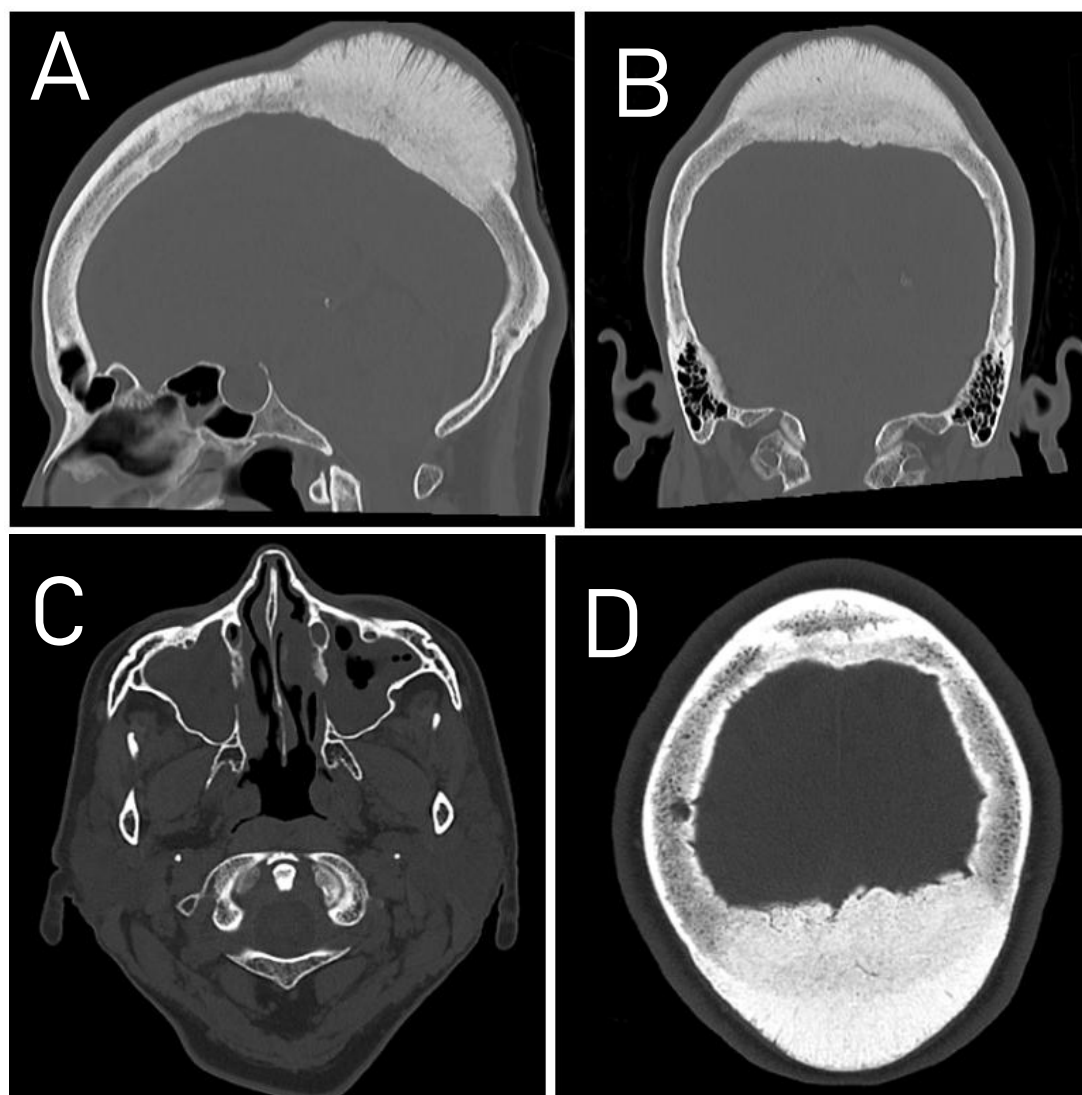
Tomografía computarizada de cráneo sin contraste en ventana ósea. 1-A) Reconstrucción sagital que muestra una lesión ósea expansiva de alta densidad localizada en la región biparietal, con compromiso de la tabla externa, diploe y tabla interna, predominio de crecimiento extracraneal y patrón trabecular radiado compatible con reacción perióstica en "sol naciente" (*sunburst*). 1-B) Reconstrucción coronal que evidencia expansión ósea bilateral simétrica de los huesos parietales, con márgenes relativamente bien definidos y preservación parcial de la cortical interna. 1-C) Corte axial a nivel de la base del cráneo que permite valorar la ausencia de extensión hacia los senos paranasales o estructuras de la base craneal. 1-D) Corte axial a nivel del vértex que demuestra una lesión hiperdensa de gran tamaño, de contornos lobulados y arquitectura ósea compacta, con disposición trabecular perpendicular a la superficie cortical, hallazgos compatibles con un osteoma gigante biparietal. La lesión genera efecto de masa local sobre las estructuras intracraneales adyacentes sin evidencia de invasión parenquimatosa, destacando la discordancia entre su comportamiento clínico benigno y sus características radiológicas sugestivas de agresividad.
